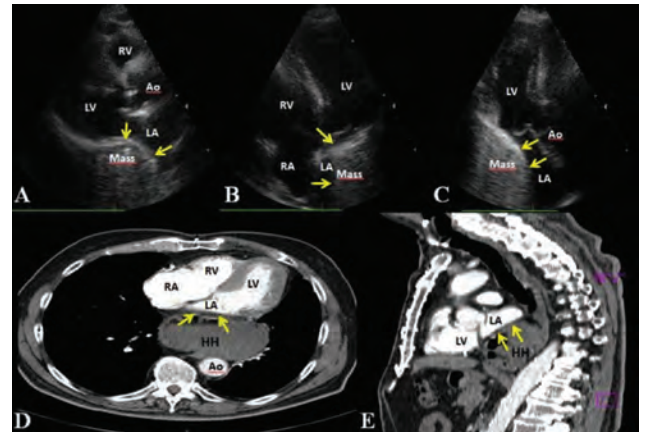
Transthoracic echocardiography parasternal long axis view (Panel A), apical 4-chamber view (Panel B) and apical long axis view (Panel C) showing extrinsic compression of the left atrium by a large mass (arrows). Axial (Panel D) and sagittal (Panel E) computed tomography scans showing a large sliding type hiatal hernia compressing to the left atrium from posterior mediastinum (arrows).
